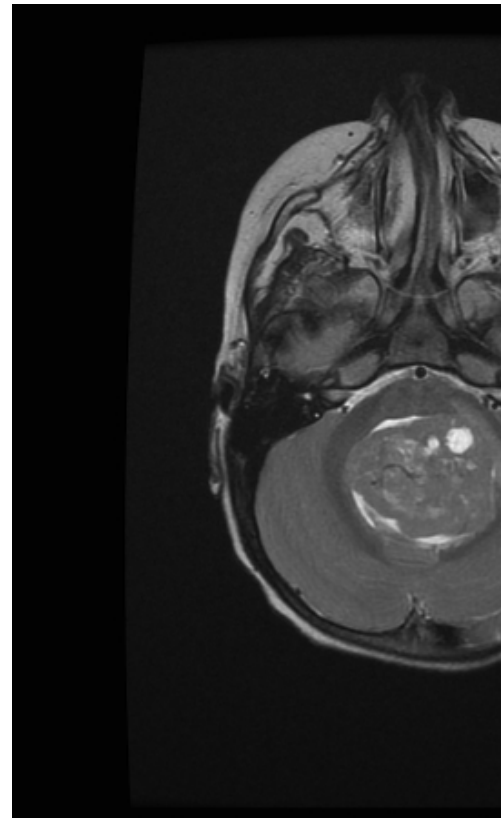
Lésion tumorale développée dans ou en direction du quatrième ventricule, hétérogène, semblant bien limitée, avec présence de petits kystes. (Coupe axiale d'IRM en séquence pondérée T2).
